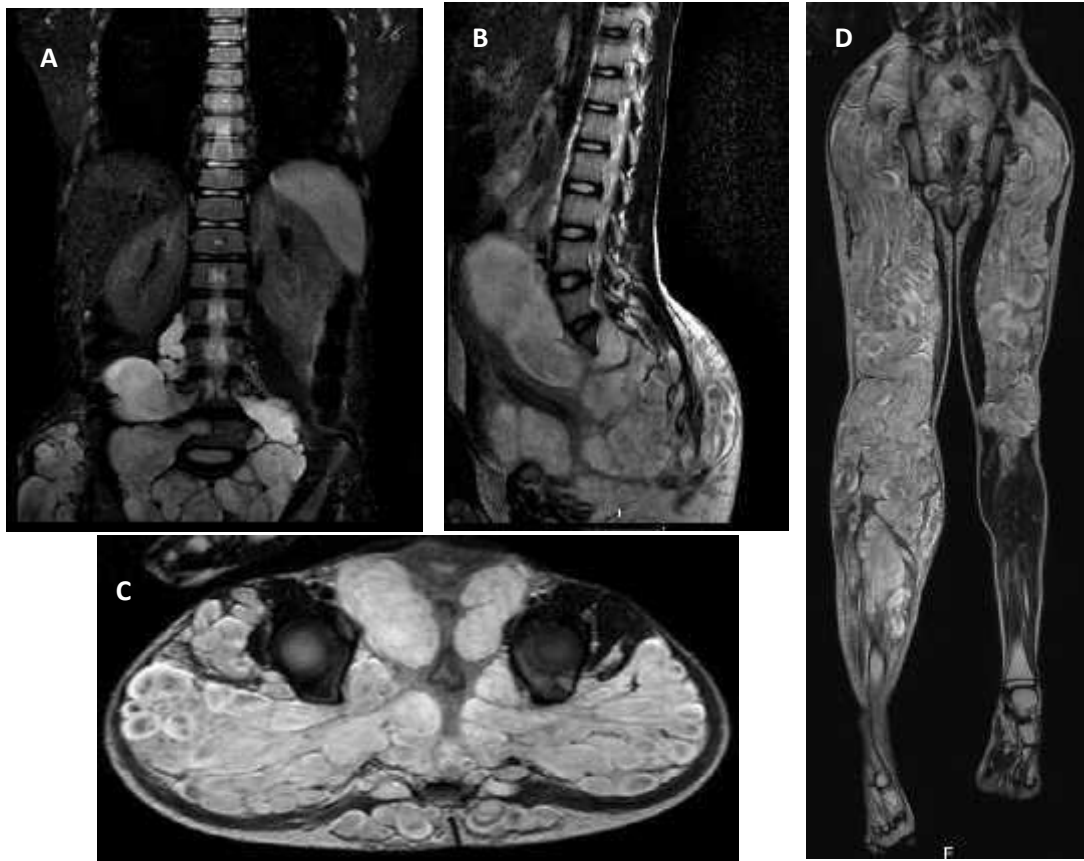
A. RMN mostrando múltiplos neurofibromas na medula lombo-sagrada (plano coronal). B. plano sagital. C. RMN ao nível da região inguinal. D. RMN dos membros inferiores com grande envolvimento tumoral à direita.
